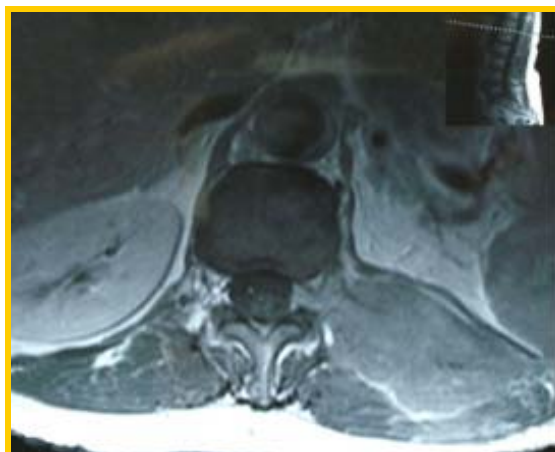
RM corte axial T2, revela massa invadindo musculatura paravertebral L1 a esquerda
